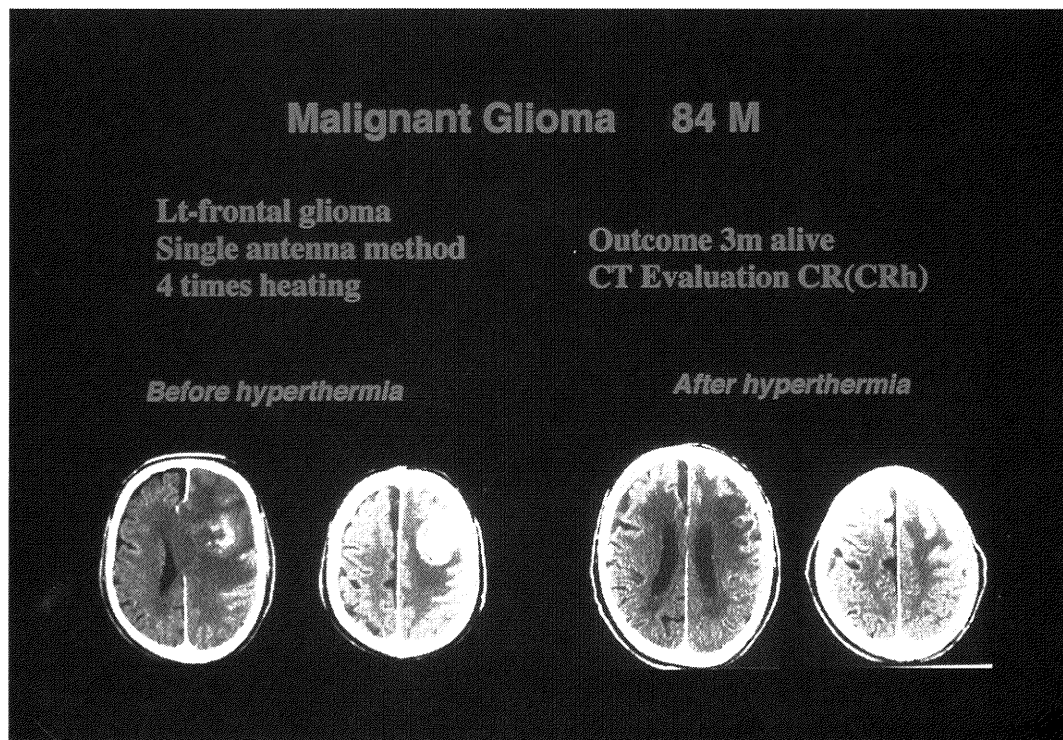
症例. 84歳, 男性. 治療前後の CT 像
